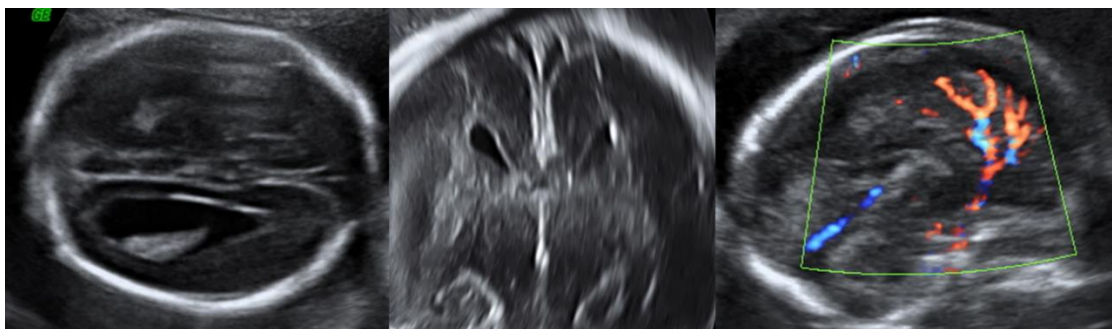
Signos indirectos de agenesia de cuerpo calloso en cortes axial, coronal y sagital en la ecografía cribada de semana 20. Creado a partir de la biblioteca de imágenes del programa View-Point. C. Gutenberg.
